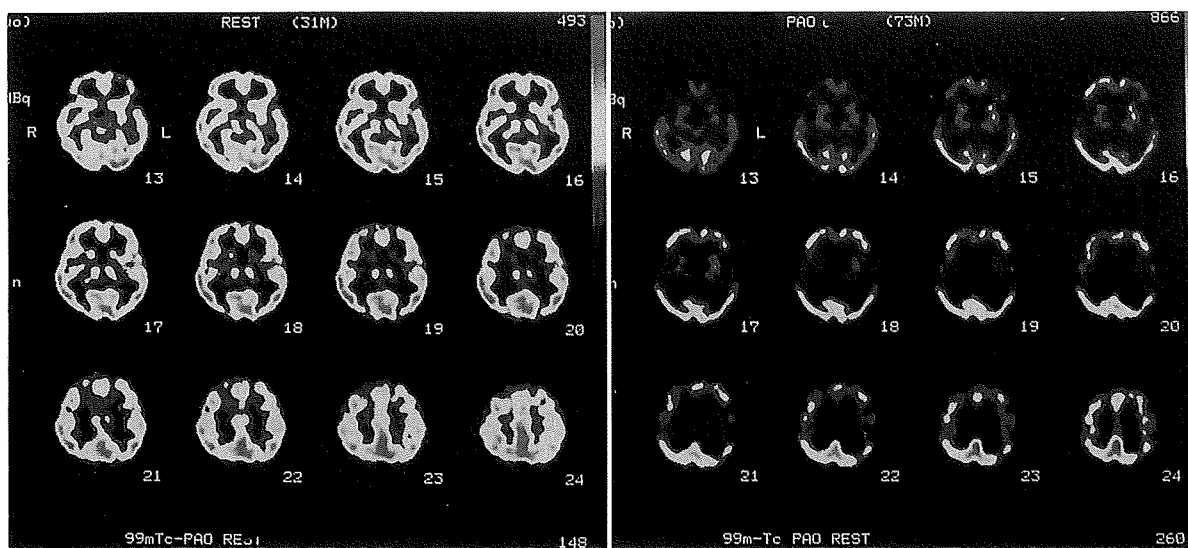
正常(左)と特発性NPH患者(右)のSPECT
